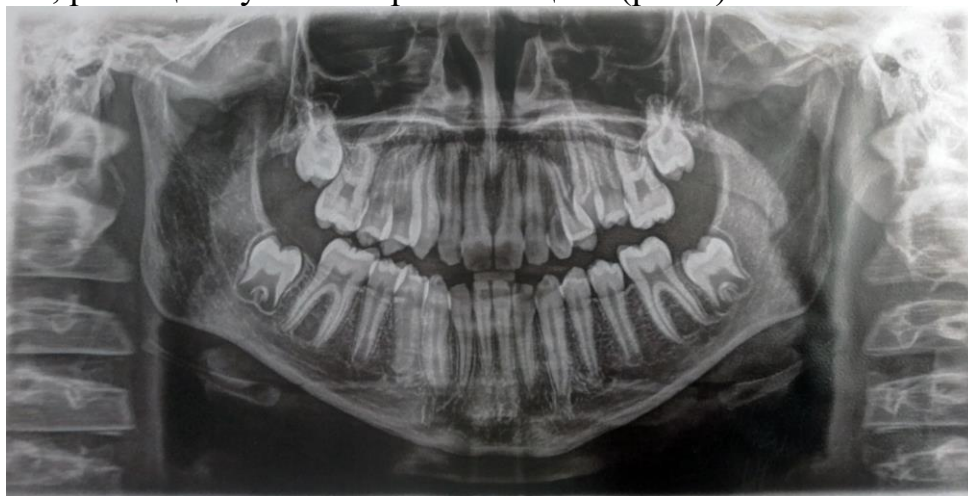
Ортопантомограма пацієнта Н., 14 років.
